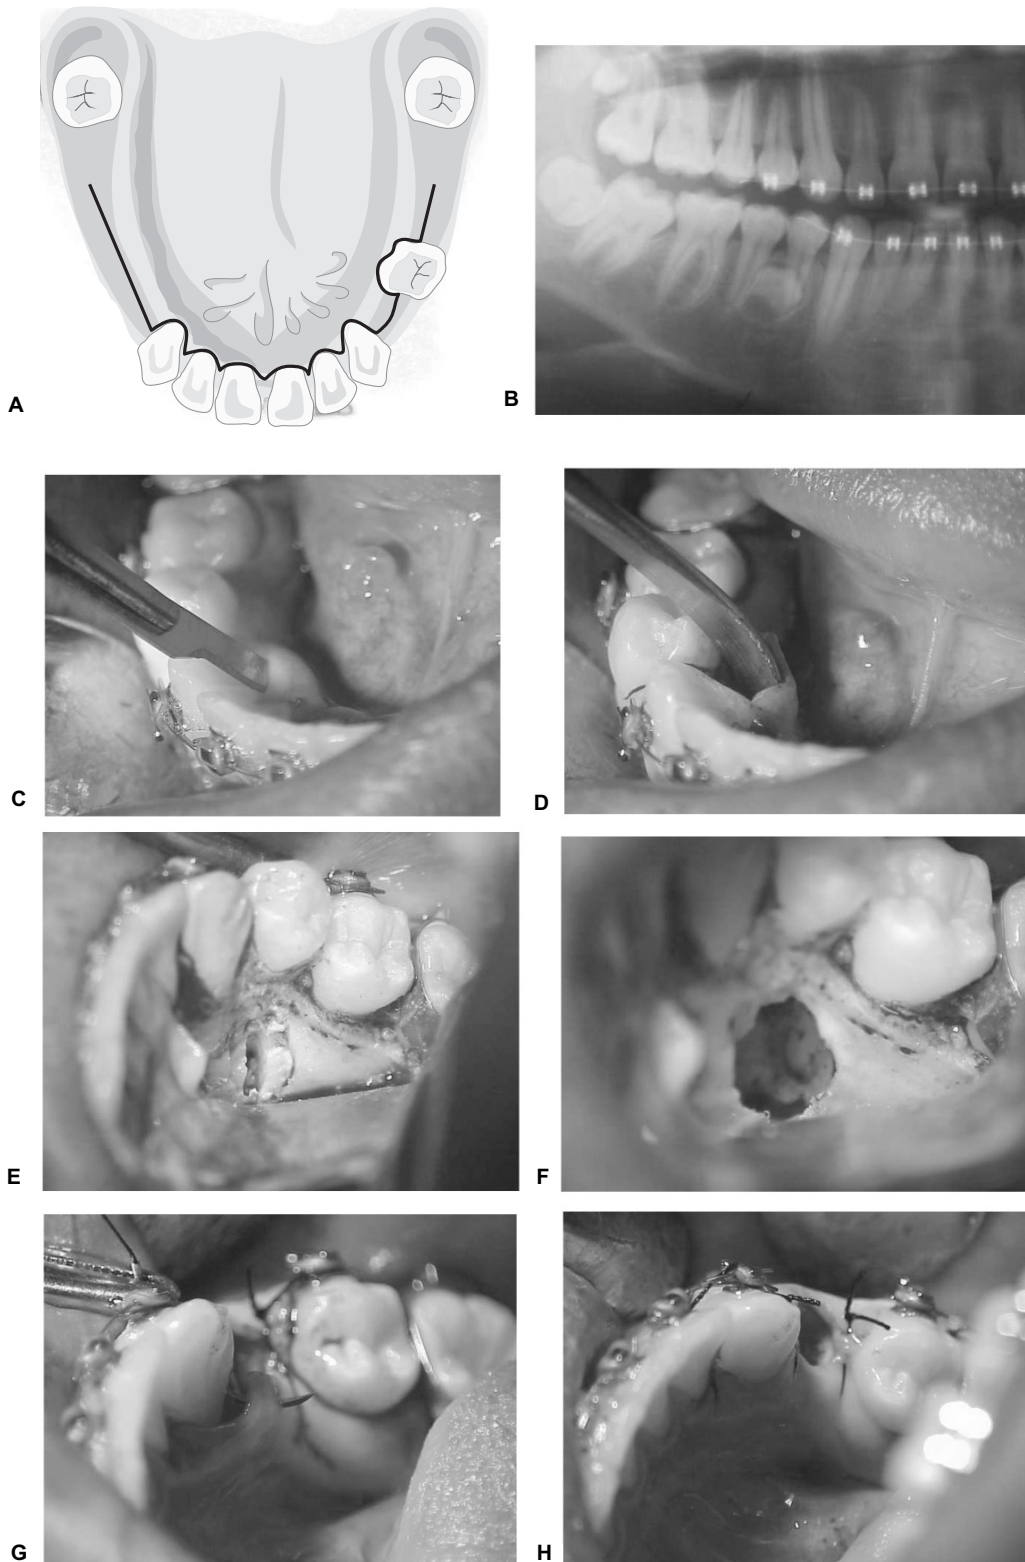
El abordaje contorneante se puede llevar a cabo en la mandíbula por la cara lingual de los dientes, o sobre el reborde alveolar cuando no los hay (A). Radiografía de premolar supernumerario que requiere ser retirado, al igual que el primer premolar ya erupcionado, por motivos ortodóncicos (B). Se lleva a cabo abordaje contorneante por lingual de los dientes mandibulares (C), se eleva el colgajo (D), se retrae y protege el colgajo al momento de hacer la osteotomía y odontosección (E), se extrae el órgano dentario (F), y se reposiciona el colgajo, después de haber lavado abundantemente (G), realizando puntos de sutura aislados para dar soporte al colgajo (H).
